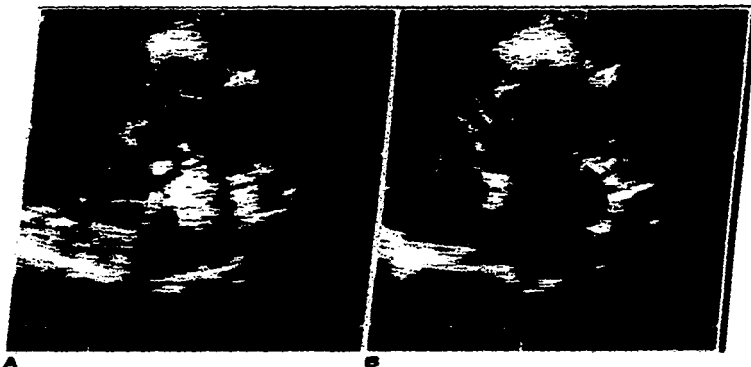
Ecocardiograma en corte de 4 cámaras donde se observa en (A) con doppler codificado en color regurgitación mitral leve y en (B) nodulaciones en las cúspides de las valvas de la válvula mitral (flecha) .
